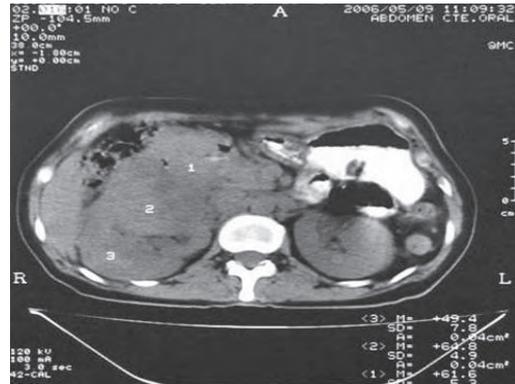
TC de abdomen con medio de contraste oral. Gran masa tumoral dependiente de polo inferior de riñón derecho.
